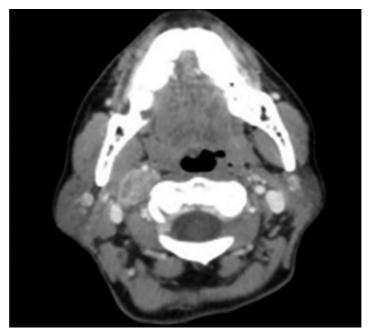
Corte transversal de TC cervical, donde se puede ver tumoración heterogénea en región cervical alta derecha.
